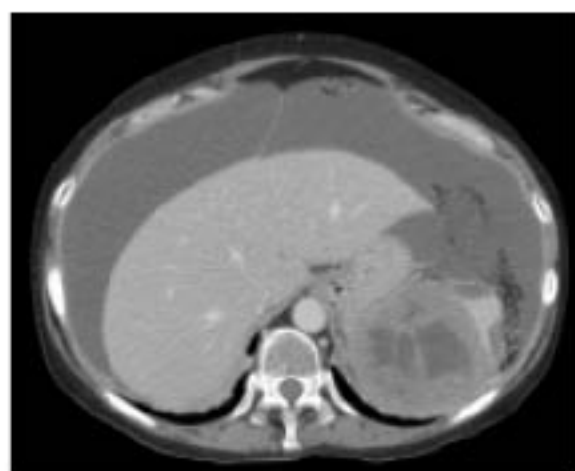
TC de abdome com líquido livre e lesão esplênica
